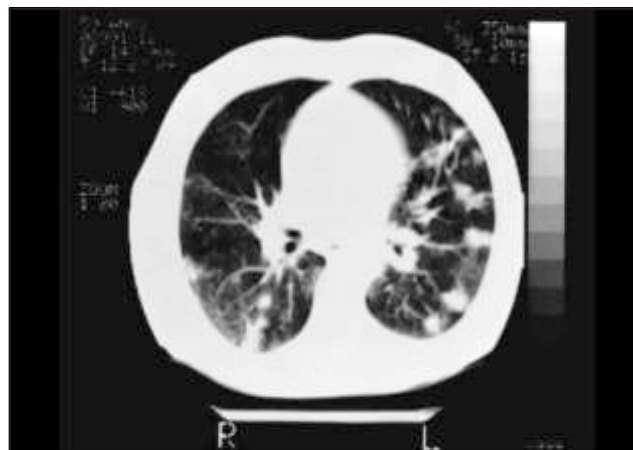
Tomografia computadorizada do tórax, evidenciando opacidades nodulares múltiplas em parênquima pulmonar bilateral.
